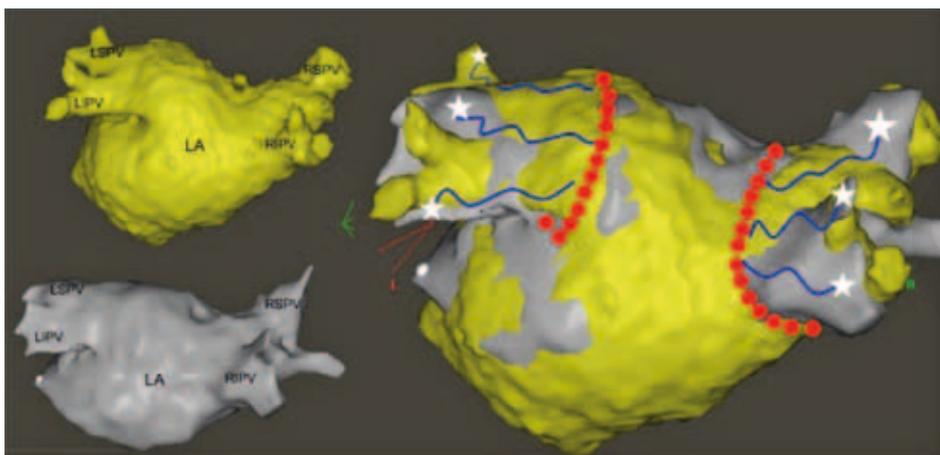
Linker Vorhof, Ansicht von hinten Links oben: Rekonstruktion mittels Magnetresonanztomographie
